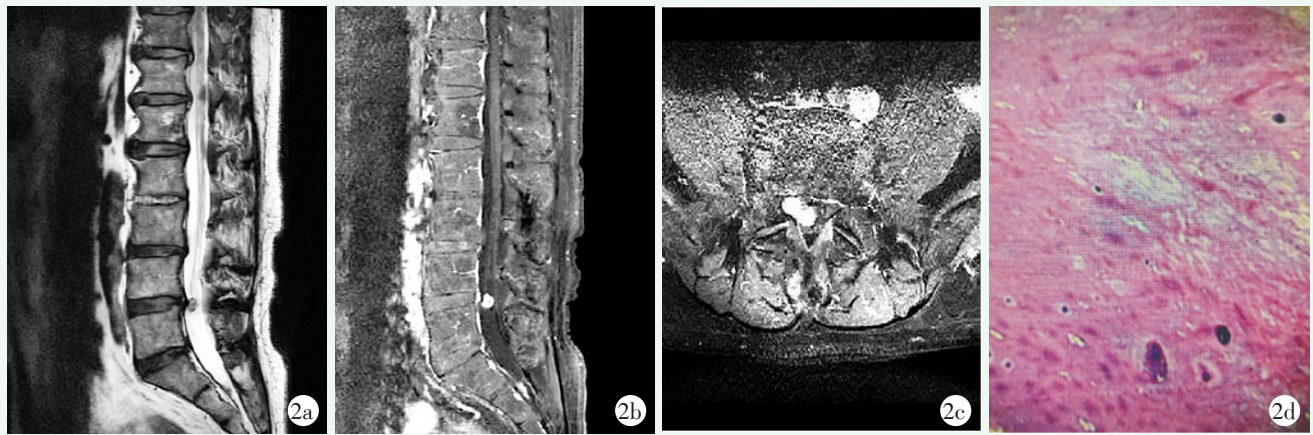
患者男性，60 岁。2a: MRI 显示 L<sub>4/5</sub> 椎间隙水平椎间盘突出，并见椎管内硬膜下占位；2b: 增强 MRI 显示 L<sub>4/5</sub> 椎间隙水平椎管内硬膜下占位，明显强化（“牛眼征”）；2c: 增强 MRI 显示偏右侧椎管内占位明显强化；2d: 镜下见局灶小血管增生，伴单核组织细胞浸润，可见退变的纤维软骨样组织。
